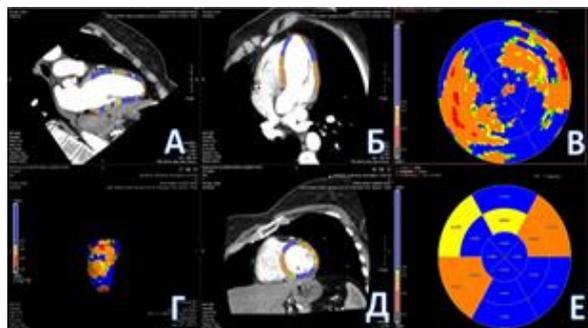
Статическая КТ-перфузия миокарда в “рест” фазу исследования. Признаки нарушения перфузии миокарда ЛЖ со снижением показателей TPR. А, Б – МПР реконструкции левого желудочка по длинной оси; В – полярная карта с отображением абсолютных значений TPR для каждого вокселя размером 2 x 2 мм; Г – 3D реконструкция модели левого желудочка; Д - МПР реконструкции левого желудочка по короткой оси; Е - полярная карта с отображением значений TPR по 17 сегментам.
